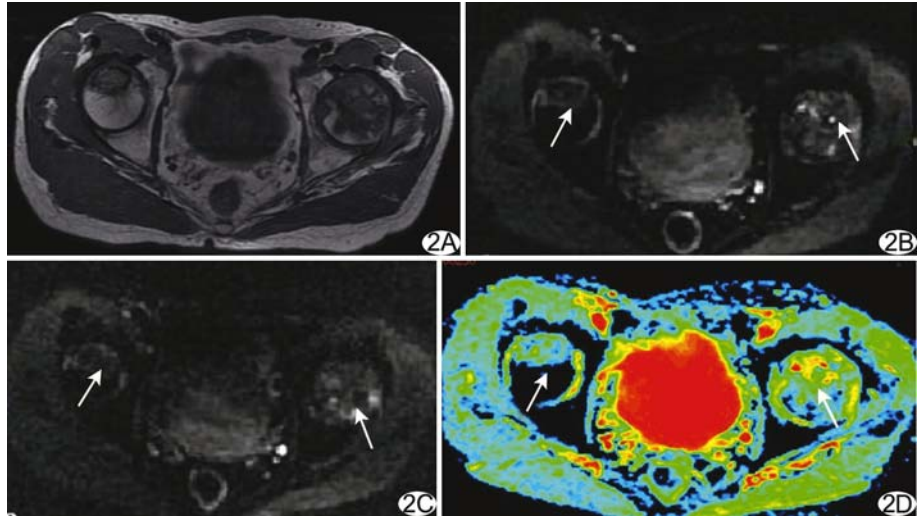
股骨头坏死 MR DWI 图像 A. 轴位 T1WI; B~C. b 值取 500 s/mm²、700 s/mm² 时 DWI 图像; D. b 值取 700 s/mm² 时 ADC 图 (箭示股骨头坏死区)
